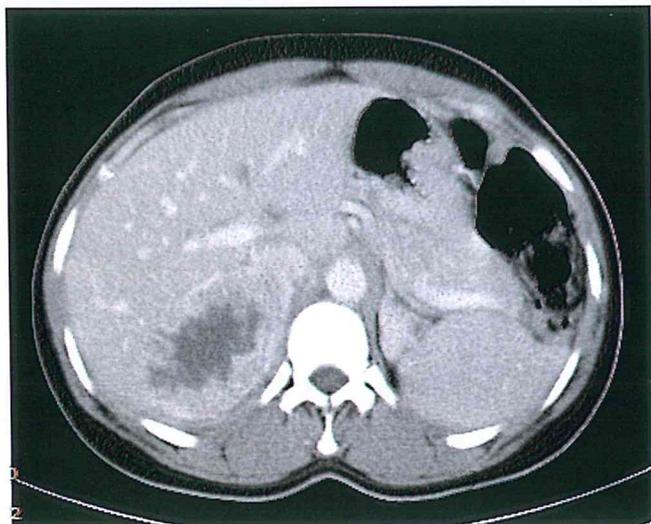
Tomografia abdominal, com contraste endovenoso.
